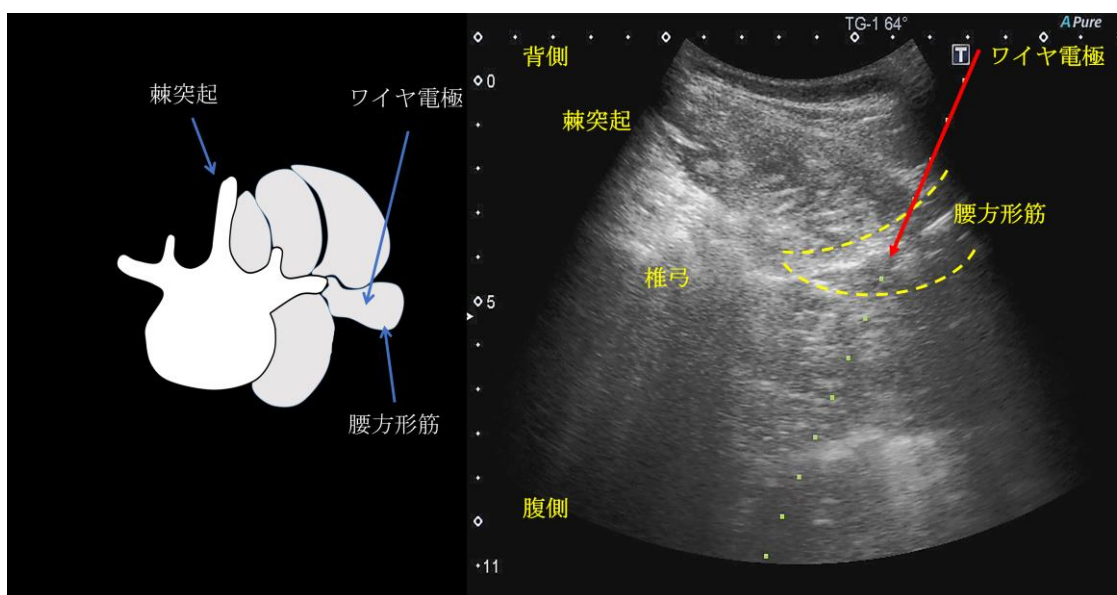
腰方形筋のワイヤ電極刺入時の超音波画像
